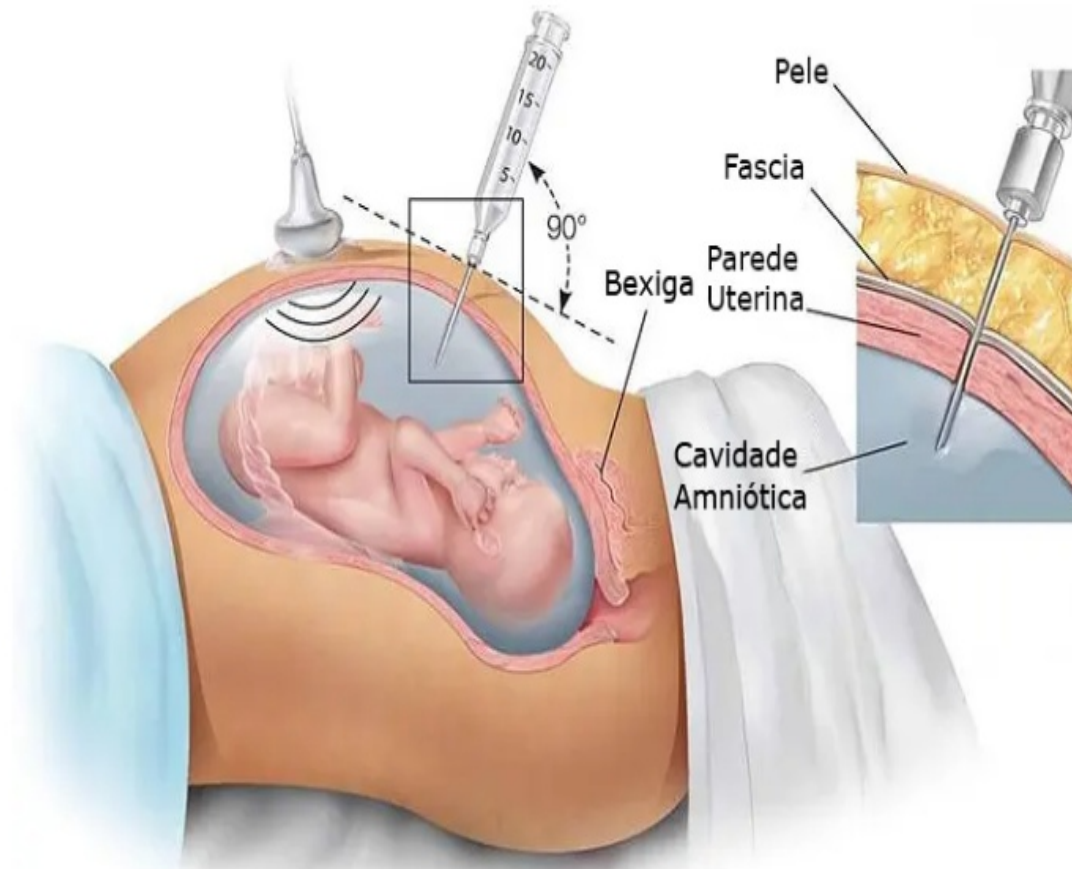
Infusão sanguínea conduzida por ultrassom na IUT. FONTE: FETALI medicina fetal ultrassonografia
